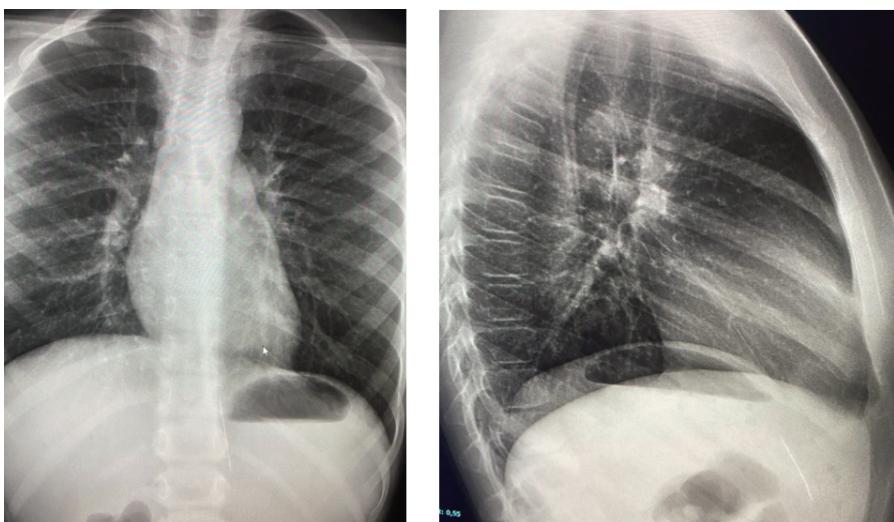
immagine radiografica che mostra la morfologia e localizzazione del corpo estraneo.
